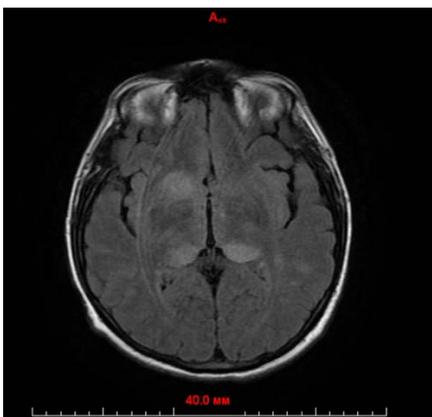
МРТ головного мозга от 16.09.2019 г. Сканер GE BRIVO MR355 1,5Т. Режим T2. Множественные сливные фокусы гиперинтенсивного МР-сигнала перивентрикулярно, в области базальных ядер, в обеих ножках ствола мозга
